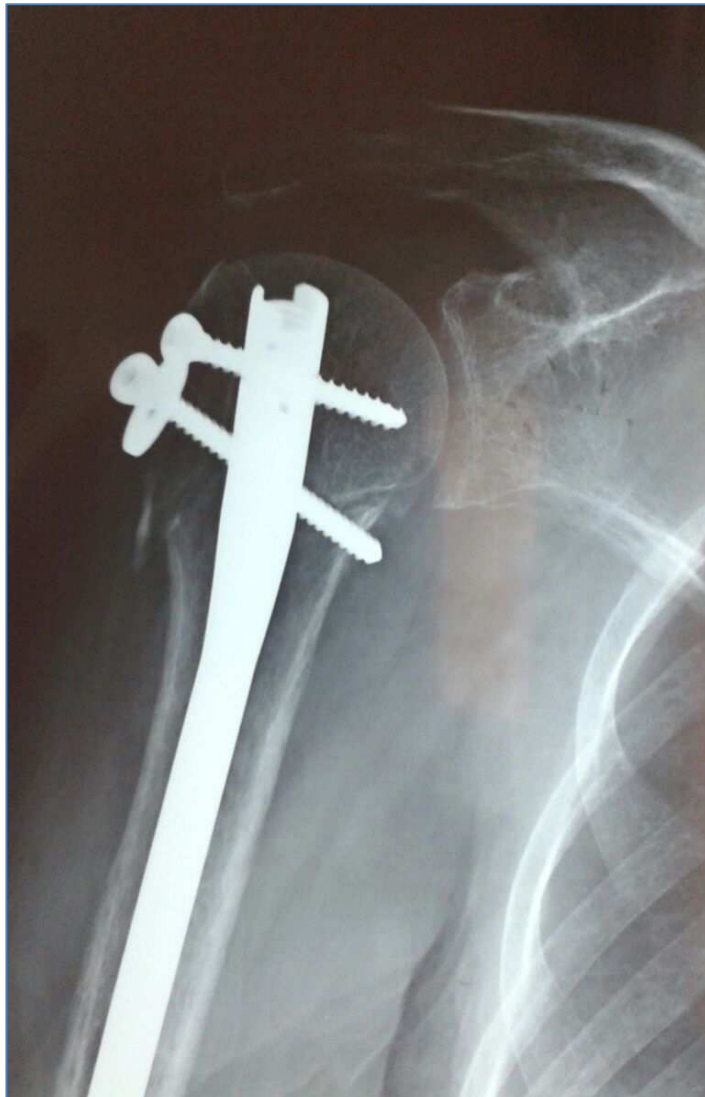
radiographie de contrôle apres 3 mois
